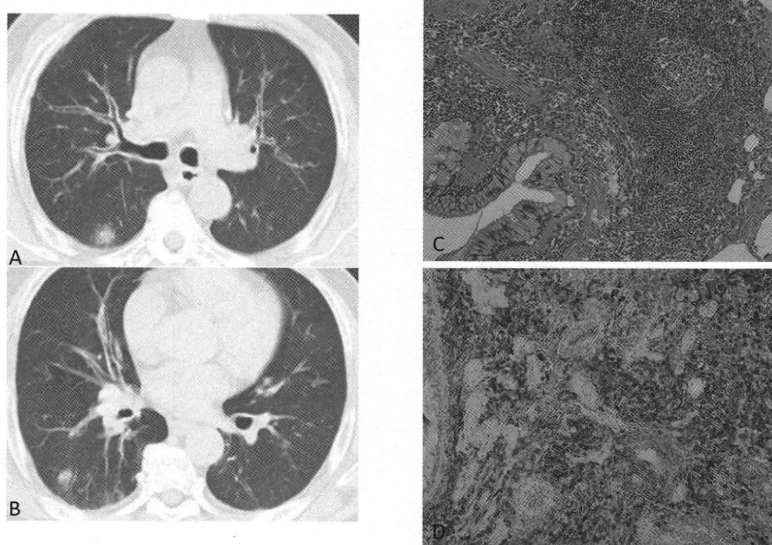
A,B: 胸部CT 気管支血管束の肥厚と複数の斑状陰影を認める
